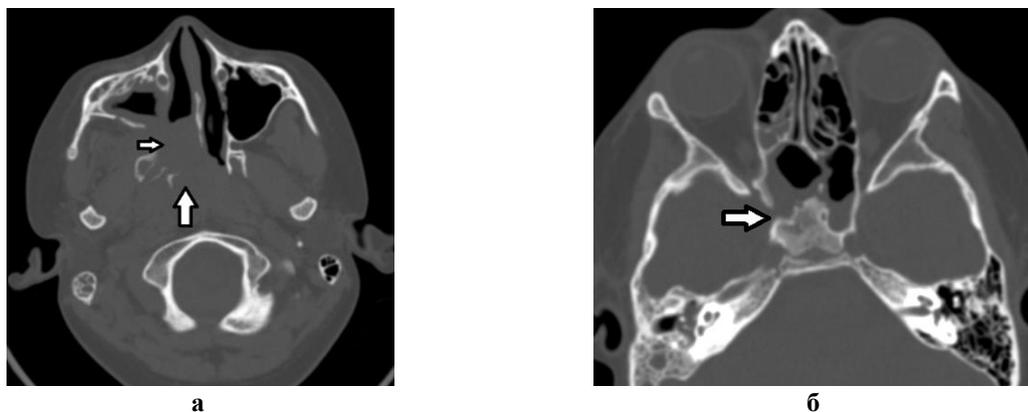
СКТ пациента К., 12 лет с рецидивом ЮАОЧ (IV стадия по Снайдерман) при поступлении: а) аксиальная проекция, стрелками показаны границы опухоли, разрушающей кости основания черепа; б) аксиальная проекция: стрелкой показан дефект латеральной стенки правой клиновидной пазухи в области ВСА.
